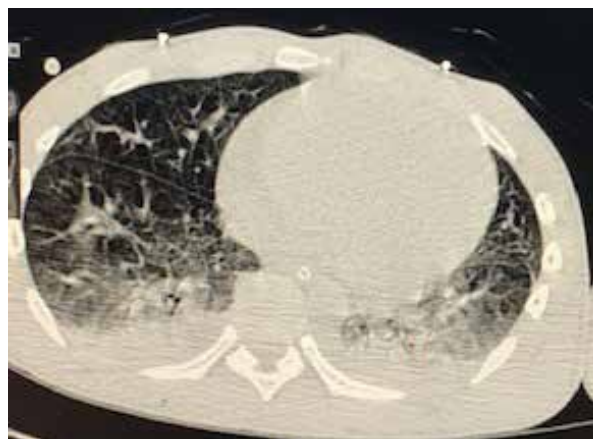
КТ аксиальный скан случай 1.
